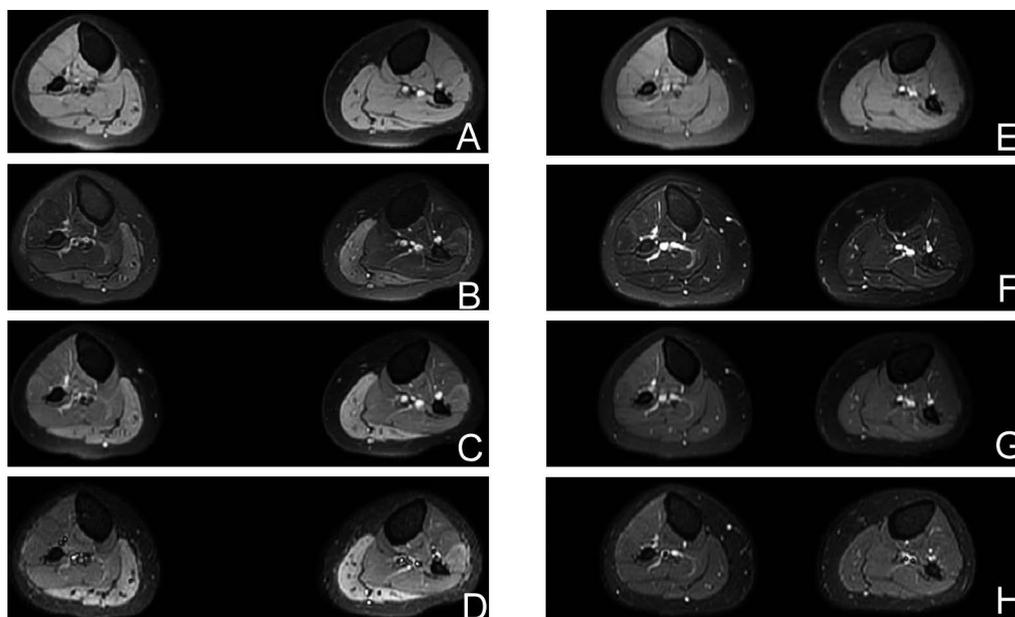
Muscle magnetic resonance imaging before and after sodium pyruvate therapy.
